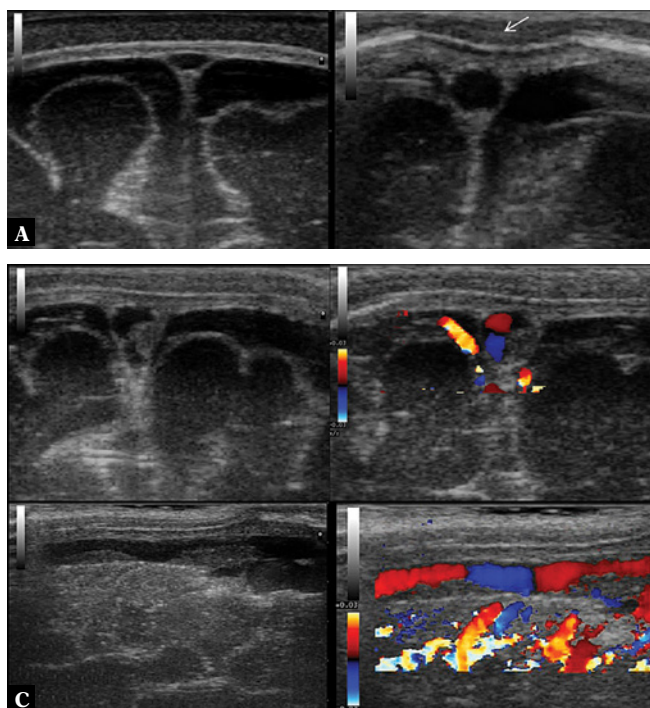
Trzypółmiesięczne niemowlę z rozpoznaniem BZOMR o etiologii *E. coli*. Przedstawiono ewolucję zmian w trakcie monitorowania przebiegu leczenia. A. W obrazowaniu przez ciemiączko przednie widoczne wodniaki podtwardówkowe. B. Ropniak przestrzeni podtwardówkowej (przekroje podłużne strona lewa, przekroje poprzeczne strona prawa). Echogeniczne twory włóknika tworzące osobne kompartymenty płynowe. W obrazowaniu metodą kolorowego dopplera brak widocznego przepływu naczyniowego w obrębie tworów włóknika. C. Obrazowanie metodą MR: ropniak przestrzeni podtwardówkowej po stronie lewej, na powierzchni płatów czołowych mózgowia, z cechami impresji na tkankę mózgową
